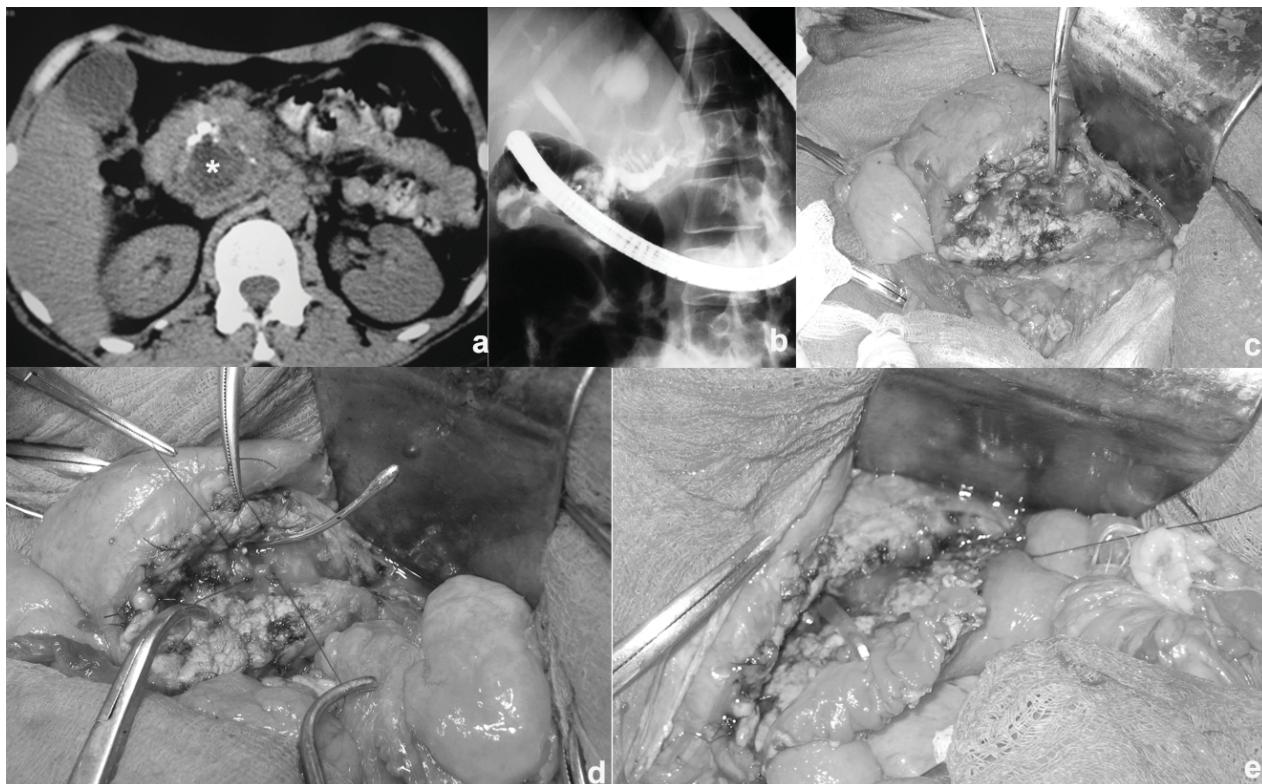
CT abdominală ce determină o masă tumoroasă hiperdensă, cefalică și litiază pancreatică
